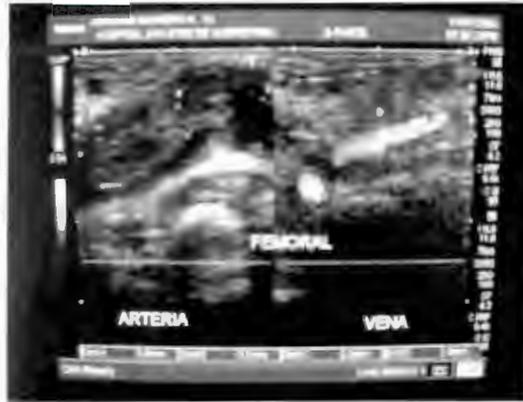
Ultrasonido Doppler Color que muestra ausencia de flujo en la arteria femoral derecha, vena femoral con flujo presente.
